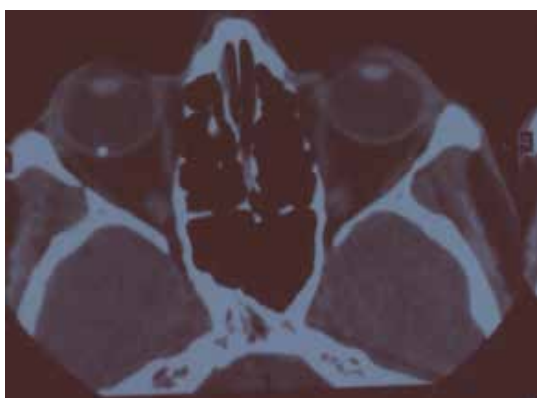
КТ. ВГИТ в оболочках заднего полюса глаза
